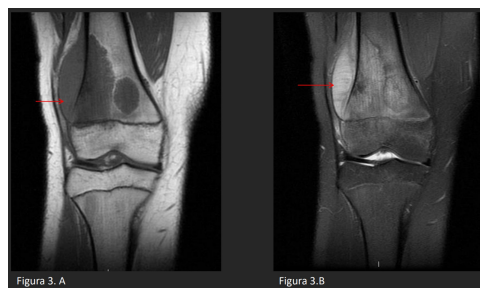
A e 3.B: Imagens de ressonância magnética no plano coronal ponderadas em T1 e T2 FAT-SAT , respectivamente, demonstrando imagem nodular, heterogênea, irregular e mal definida, localizada na metáfise distal do fêmur, medialmente, com pequeno foco sugestivo de descontinuidade da cortical óssea, com reação periosteal abaulando os contornos mediais, e com extensão para as partes moles adjacentes (Setas vermelhas).
